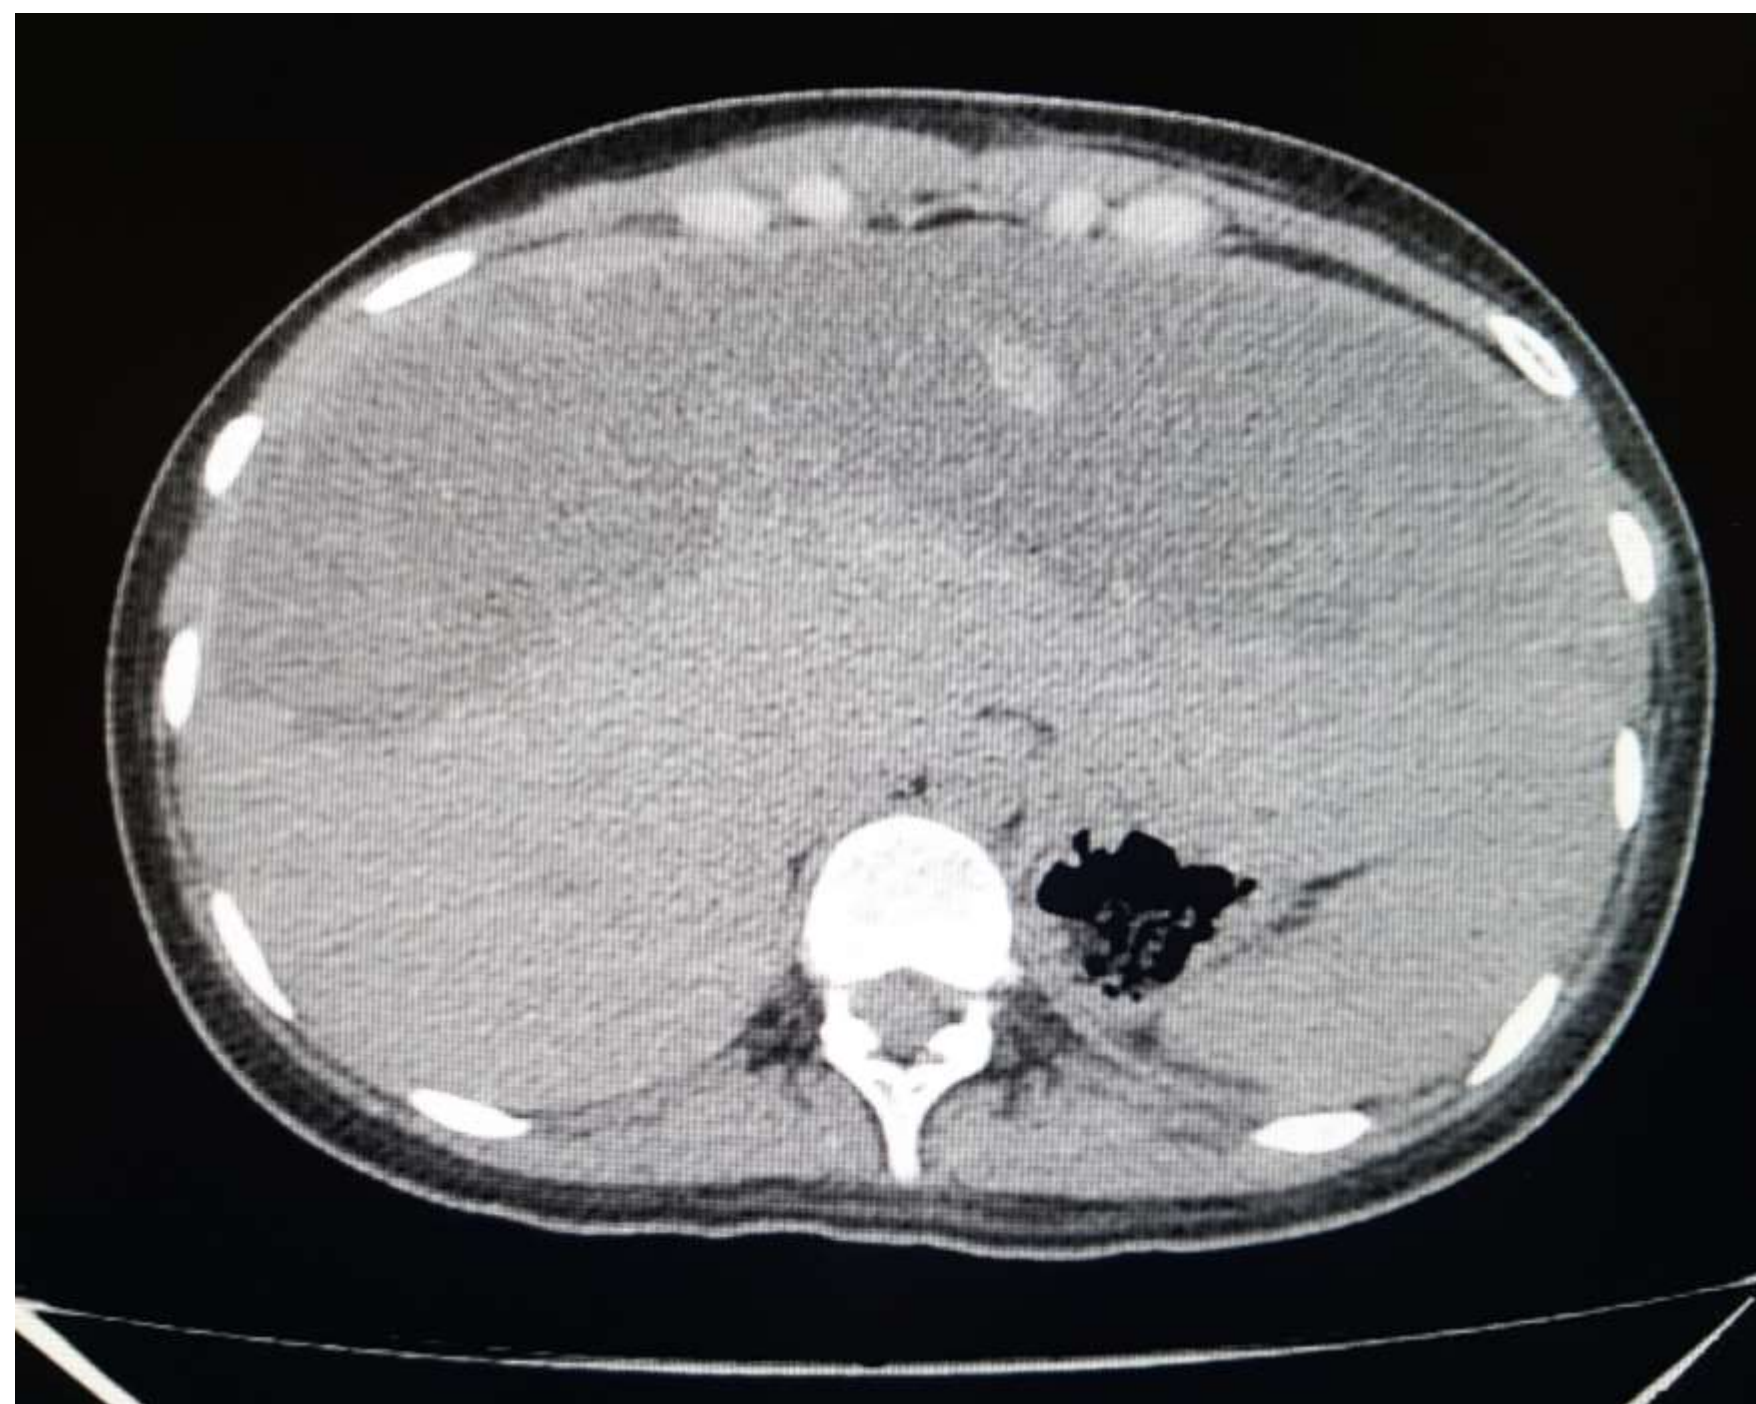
Tomografía de Abdomen, corte axial en el cual se muestra extensión de hematoma hepático posterior a CPRE
